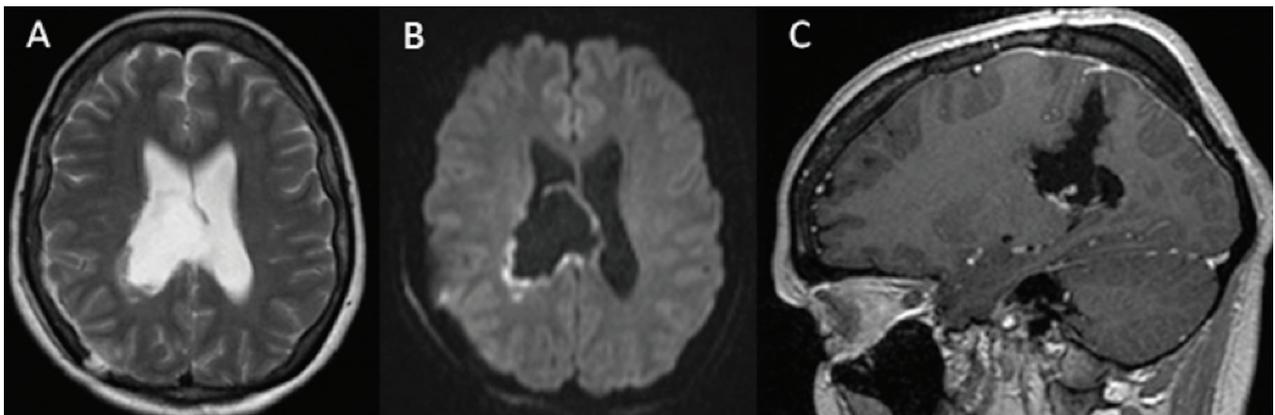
A) RMN de control postoperatorio secuencia T2 corte axial en donde se observa exéresis completa de la lesión y cavidad remanente hiperintensa posterior y lateral derecha. B) Secuencia difusión corte axial en donde el contenido quístico no restringe, sino que facilita y existe restricción en sus márgenes como cambio postquirúrgico. C) Secuencia T1 con contraste EV corte sagital en donde se observa exéresis completa de la lesión, cavidad remanente sin realce postcontraste y trayecto de entrada por donde se realizó la resección tumoral.
